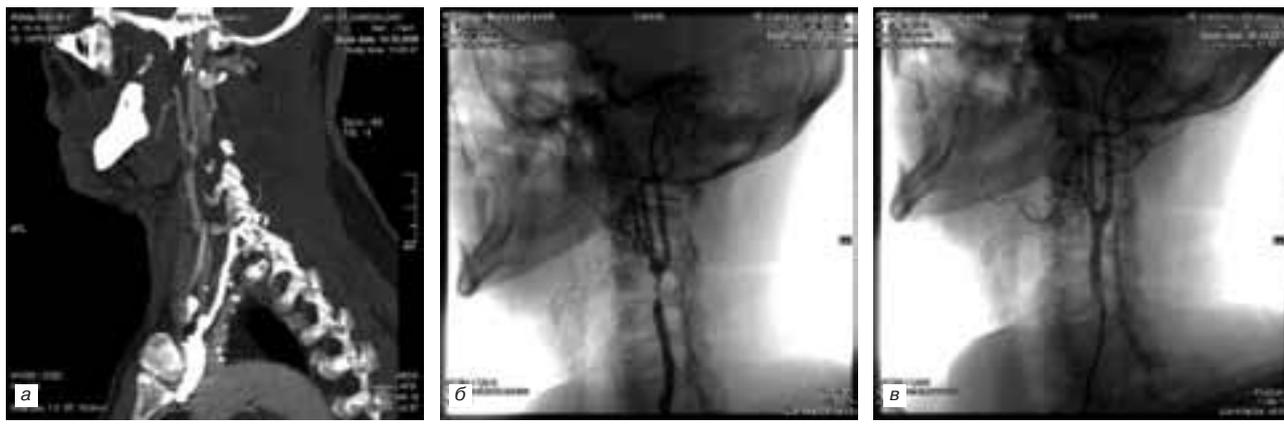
КАС по поводу рестеноза дистальной части левой общей сонной артерии после КАЭТ: а – при спиральной компьютерной томографической ангиографии сосудов шеи визуализируется критический стеноз дистальной части левой общей сонной артерии – в зоне предшествующей КАЭТ; б – на ангиограмме в боковой проекции субокклюзия дистальной части левой общей сонной артерии; в – при контрольной ангиографии после выполнения КАС (Precise Pro RX 8×40, Cordis) рестеноз устранен с удовлетворительным ангиографическим результатом.
